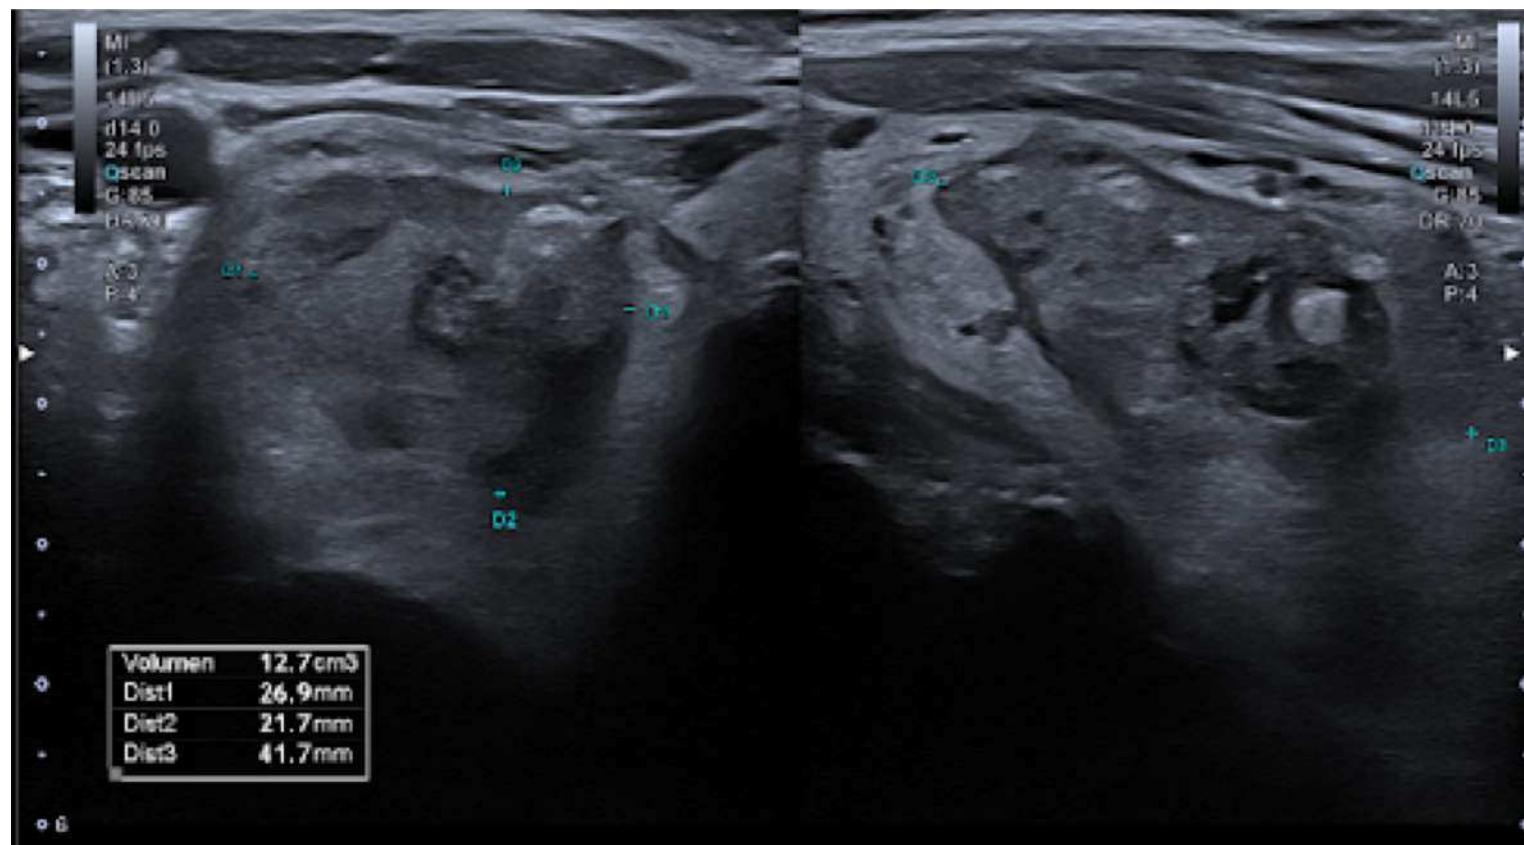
Ecografía de control precoz post ablación.
